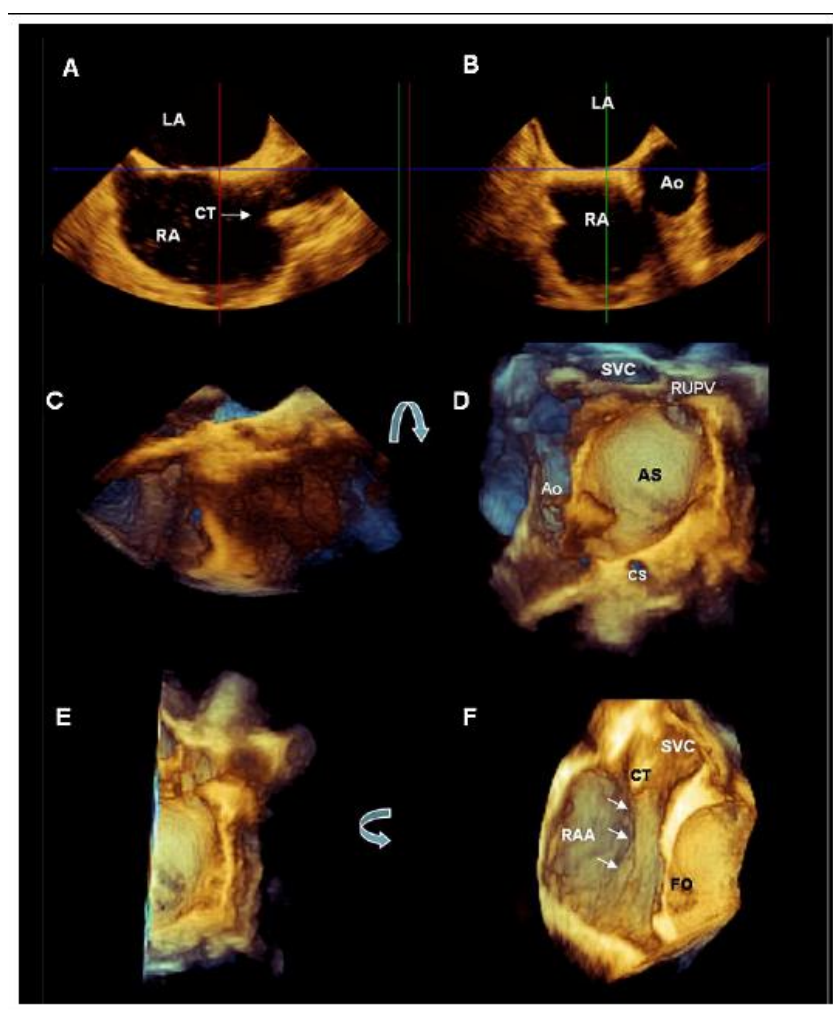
此为两个垂直的二维经食管超声心动图平面(A,B) 以用来获取一个房间隔的变焦三维经食管超声心动图数据集(C)。在数据集中将房间隔 (AS) 的左侧鸟瞰观，由上至下旋转90° (弯箭头)，显示与之垂直的鸟瞰观(D)。图 D 剪辑以去除房间隔左半边(E)，当逆时针旋转90° (弯箭头)时，如图 F 所示，可以从上腔静脉(SVC)到下腔静脉(箭头) 观察终嵴(CT)的完整结构。
